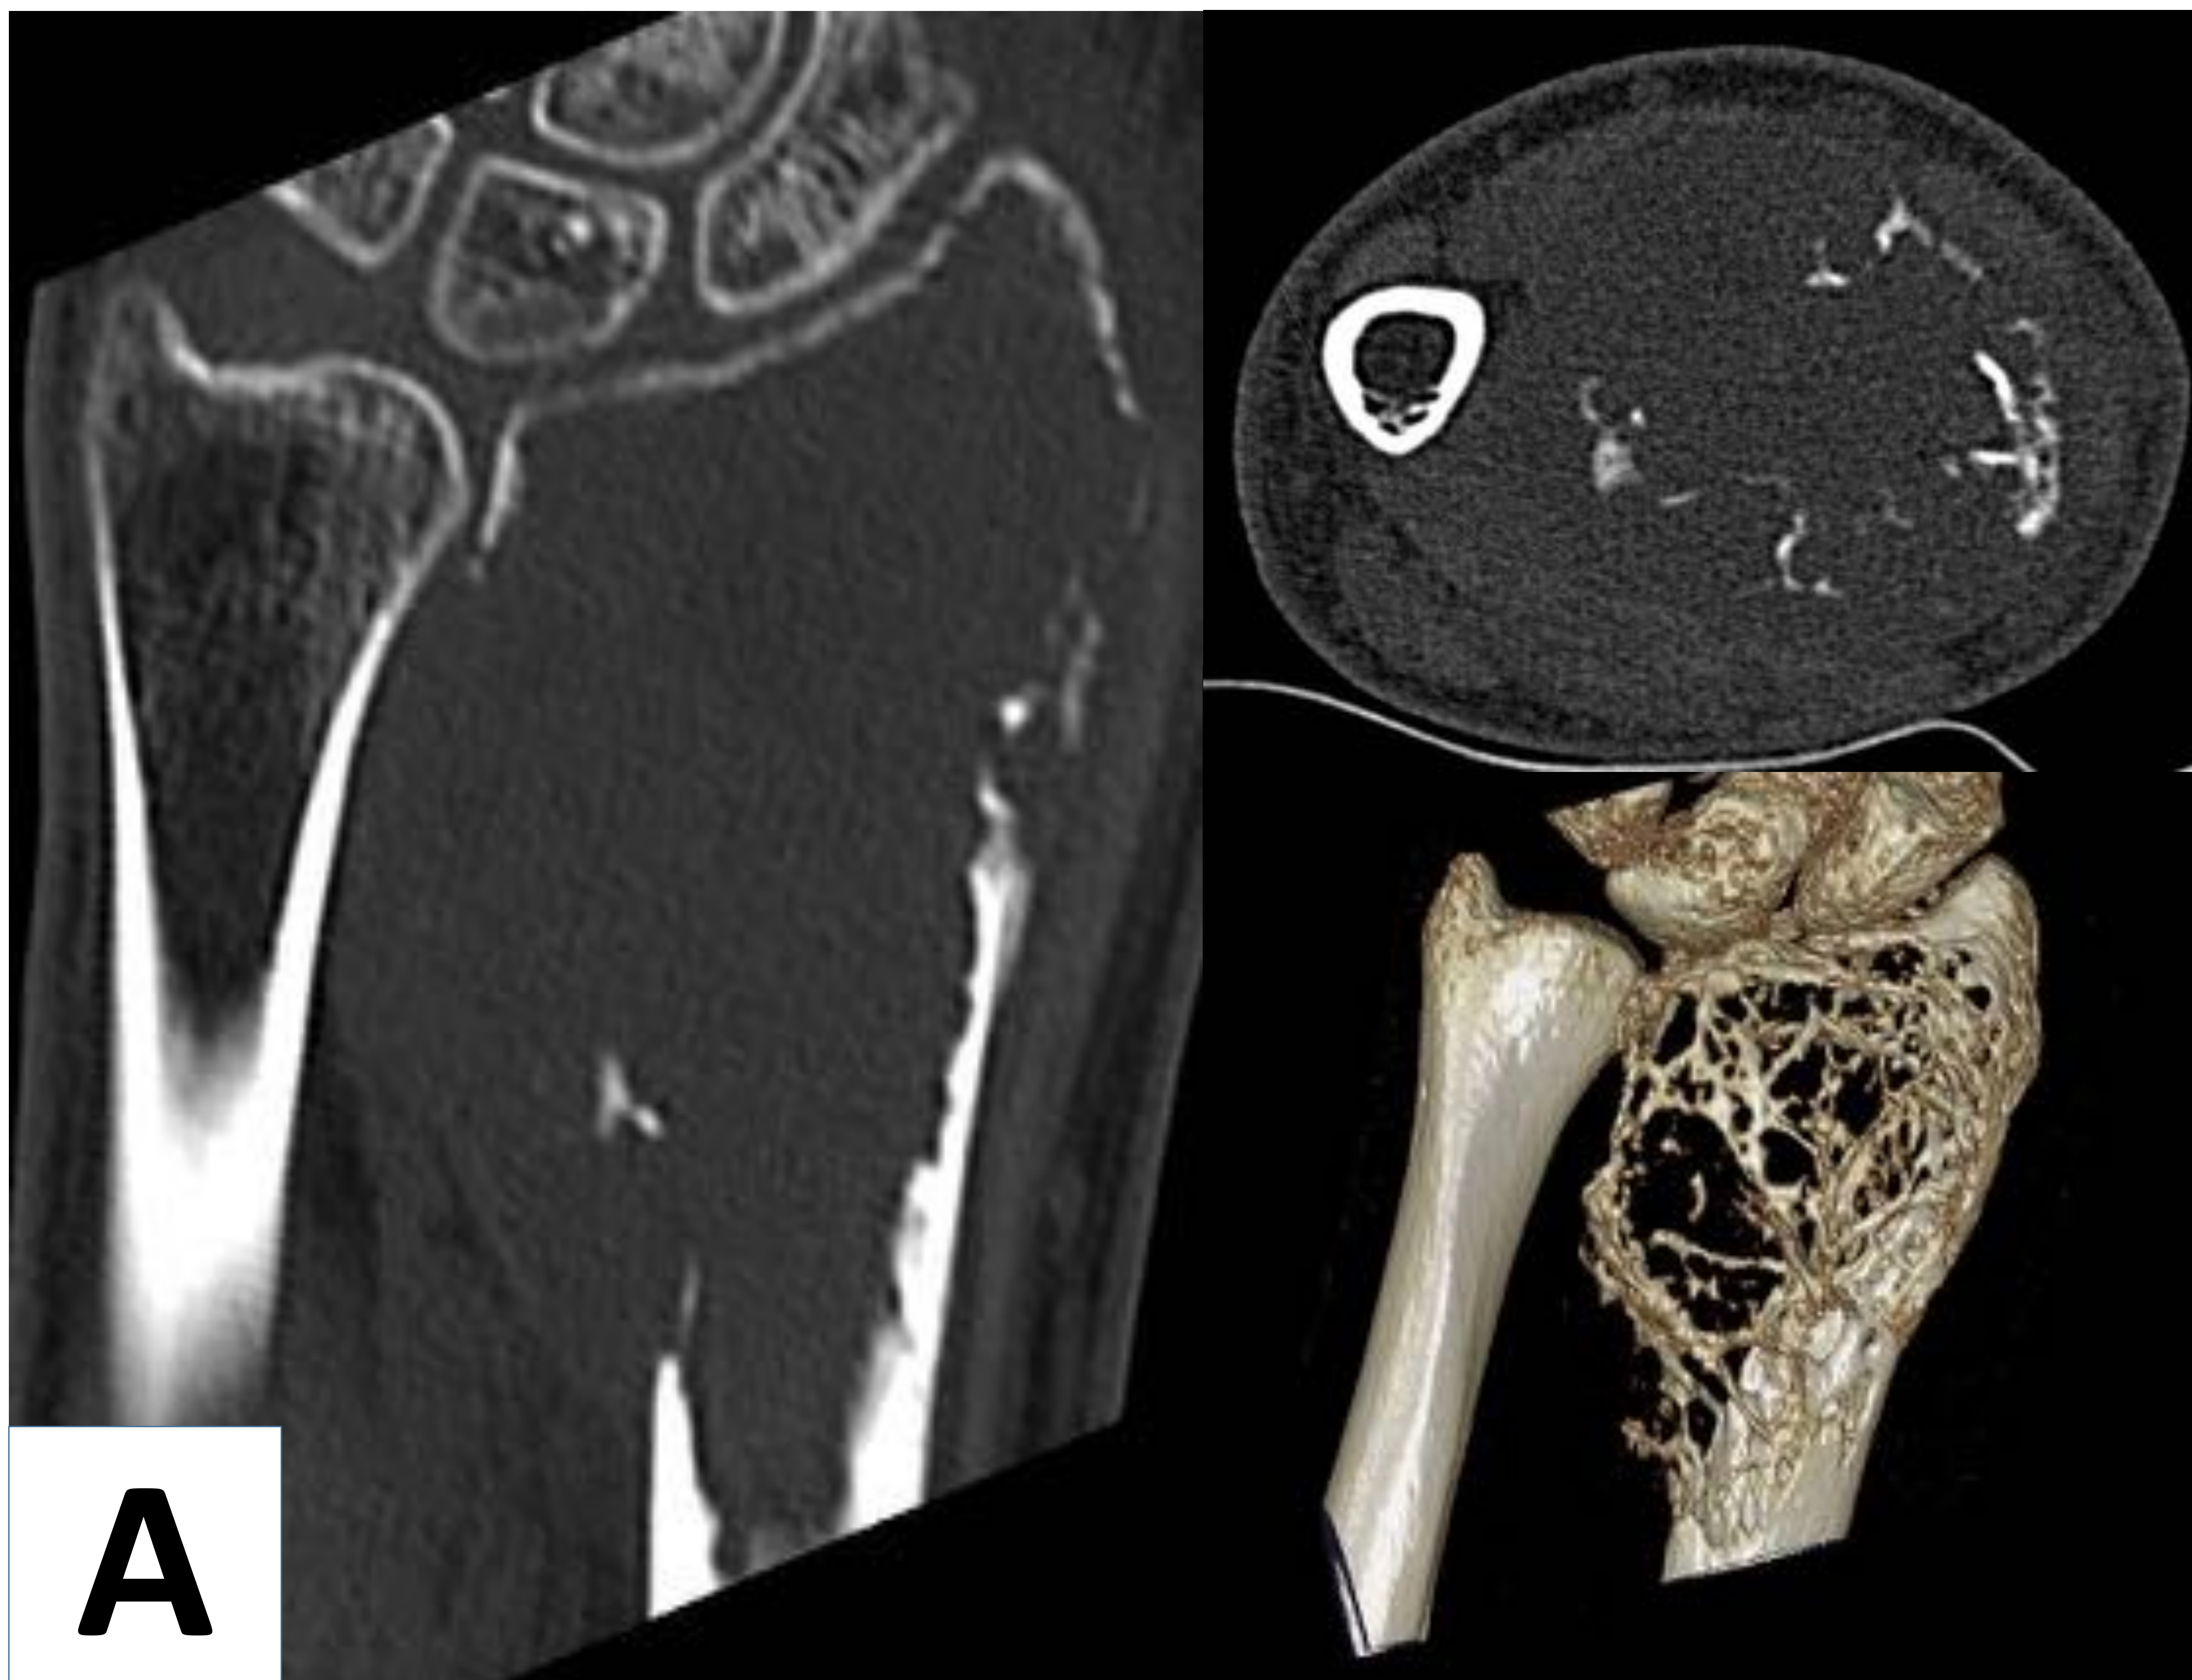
Caso 4: Estudio mediante TC de la lesión lítica radial distal. A) Corte axial y reconstrucción coronal y 3D que muestra una extensa lesión lítica con erosión y adelgazamiento cortical. B) Corte axial y coronal tras tratamiento con denosumab que muestra reconstitución y engrosamiento cortical con mineralización periférica de la matriz tumoral.
